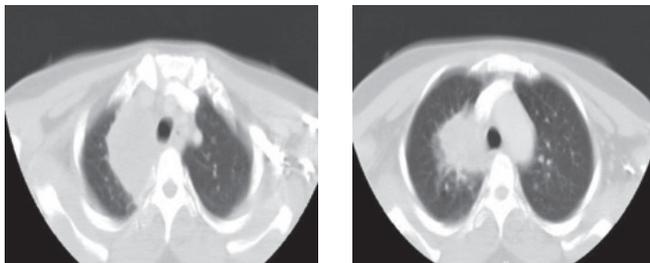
Tomografía de tórax con donde se evidencia formación sólida con aspecto de masa de bordes irregulares de 43x66 mm de diámetro.
